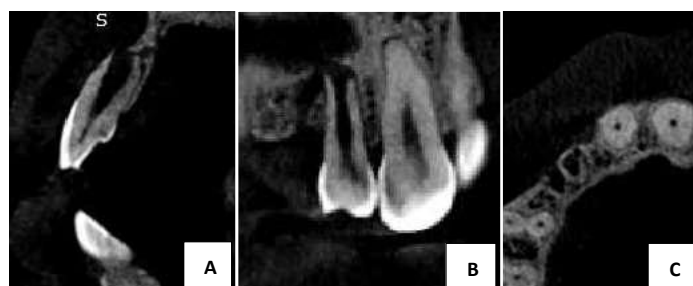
Tomografia computadorizada de feixe cônico inicial do dente 12: (A) Corte sagital; (B) Corte coronal; (C) Corte axial.
